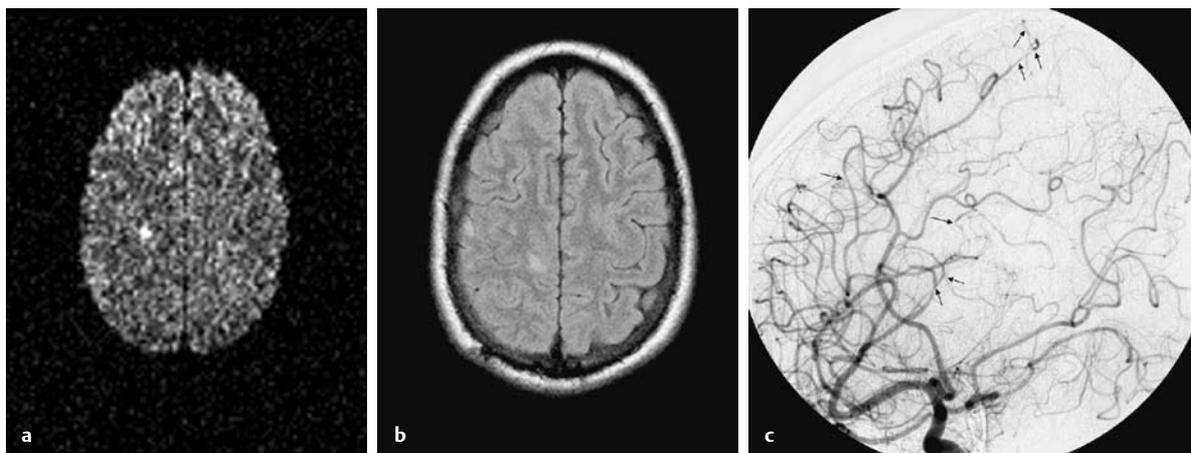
Isolierte ZNS-Vaskulitis eines 25-jährigen Patienten: In der diffusionsgewichteten MRT-Sequenz (a) zeigen sich frische sowie in der FLAIR-Sequenz (b) ältere rechtshemisphärische Ischämien. In der selektiven DSA (c) der rechten A. carotica interna mit Darstellung der A. cerebri posterior und retrograd der A. basilaris über den Ramus communicans posterior kommen vaskulitistypische Veränderungen (Pfeile) der peripheren Äste der A. cerebri anterior und media mit Wandunregelmäßigkeiten, Stenosierungen und Kalibersprüngen zur Darstellung (Bilder freundlicherweise überlassen von Frau Dr. Linn, Abteilung für Neuro-radiologie, Klinikum Großhadern).
